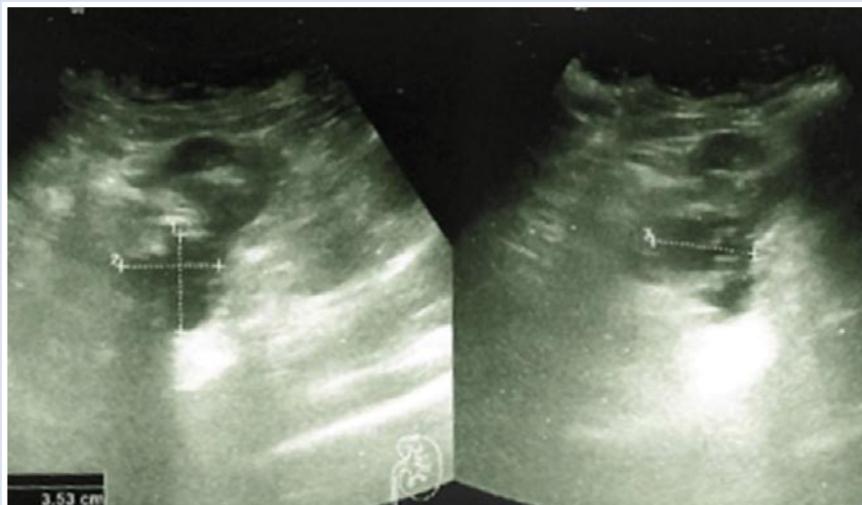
Динамическое УЗИ левой почки от 25.07.2022 г.
